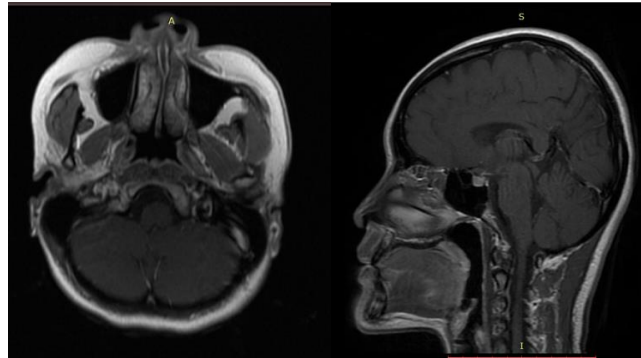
MRI T1WI sebelum pemberian OAT
